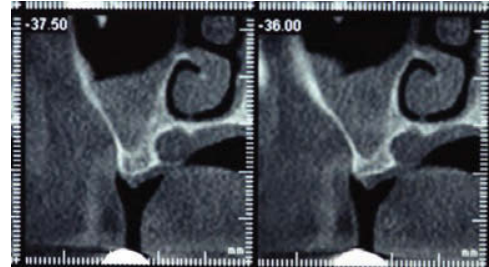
TAC en el que se visualiza el mucocelo en seno maxilar expuesto en la Figura 4.
